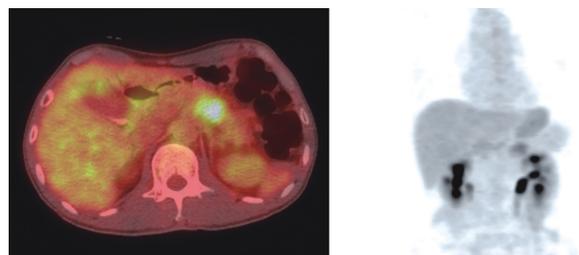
양전자 방출 단층촬영에서 췌장 미부의 병변에서 대사 항진 소견 보이고 타 장기 전이 소견은 관찰되지 않음.
